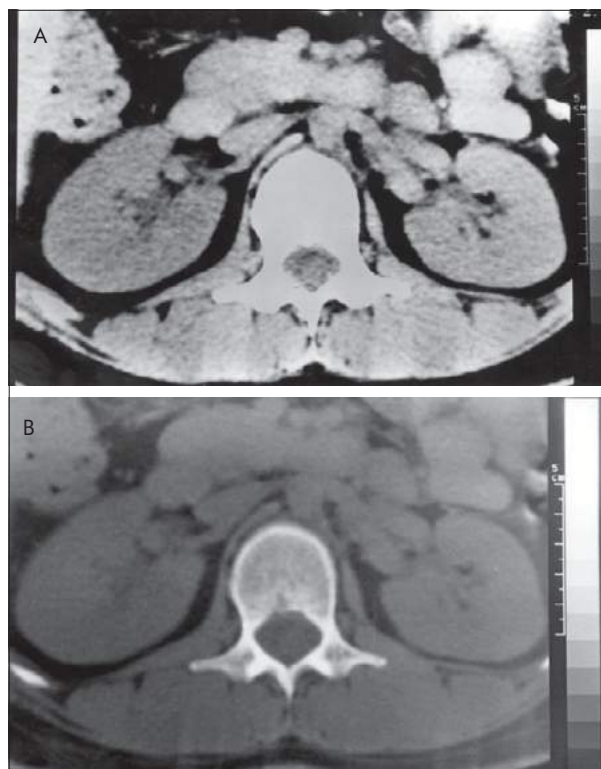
A, TC renal observada com janela de 40-60UH. Nessa janela consegue-se delimitar os componentes de partes moles, mas as estruturas ósseas ficam muito claras. B, Quando se aumenta a janela para demonstrar as estruturas ósseas, as partes moles tornam-se escurecidas.
